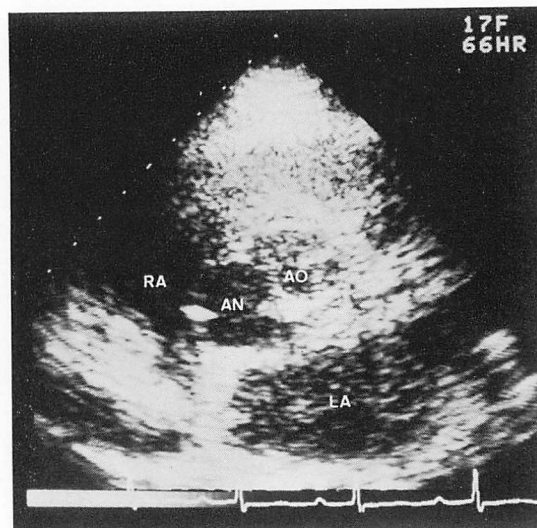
Two-dimensional echocardiogram of Case 3.
